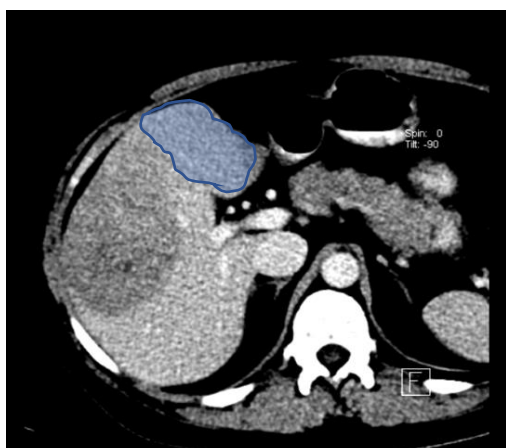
CT abdomen. Volumul ficatului residual 21%
